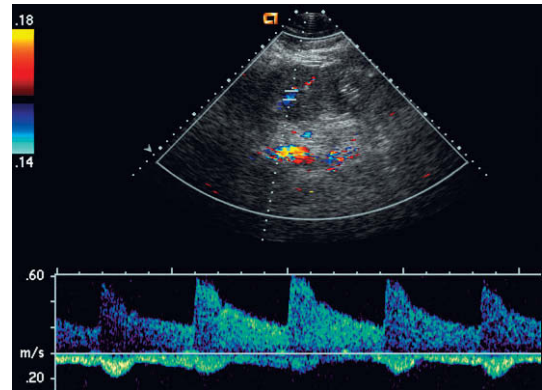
Espectro Doppler de la vena porta en un paciente con una hepatopatía grave secundaria a sobredosis de paracetamol. El flujo venoso portal es hepatófugo a lo largo de todo el ciclo cardíaco.
